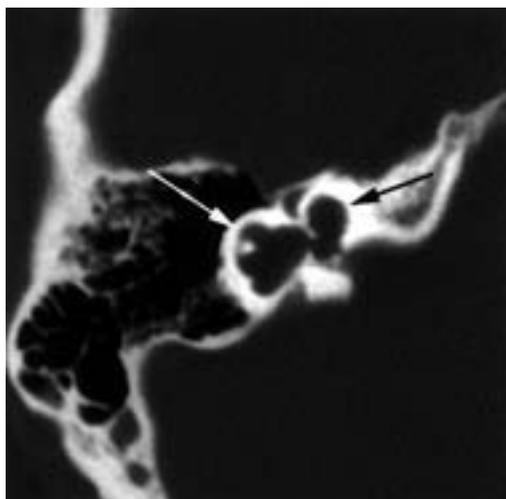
TC in proiezione assiale di un caso di common cavity (freccia bianca e nera)
